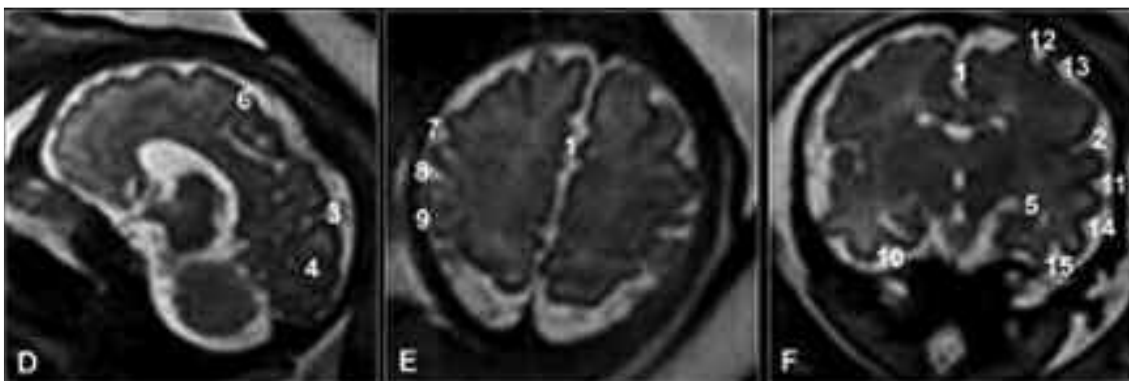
Sulcación del cerebro fetal en RMN en la semana 35 de gestación: (D) Sagital SSFSE T2; (E) Axial SSFSE T2 y (F) Coronal SSFSE T2. En la semana 35, el lóbulo temporal debe tener todos sus surcos, incluyendo el surco temporal superior (11) y los surcos temporales inferiores (14) así como los surcos occípito-temporales (15). El lóbulo frontal mostrará el surco frontal superior (12) y frontal inferior (13). Se muestra también la fisura interhemisférica (1), cisura de Silvio (2), surco parieto-occipital (3), cisura calcarina (4), fisuras hipocampaes (5) y colaterales (10). Fuente: Tomado de Recio et al., 2010
